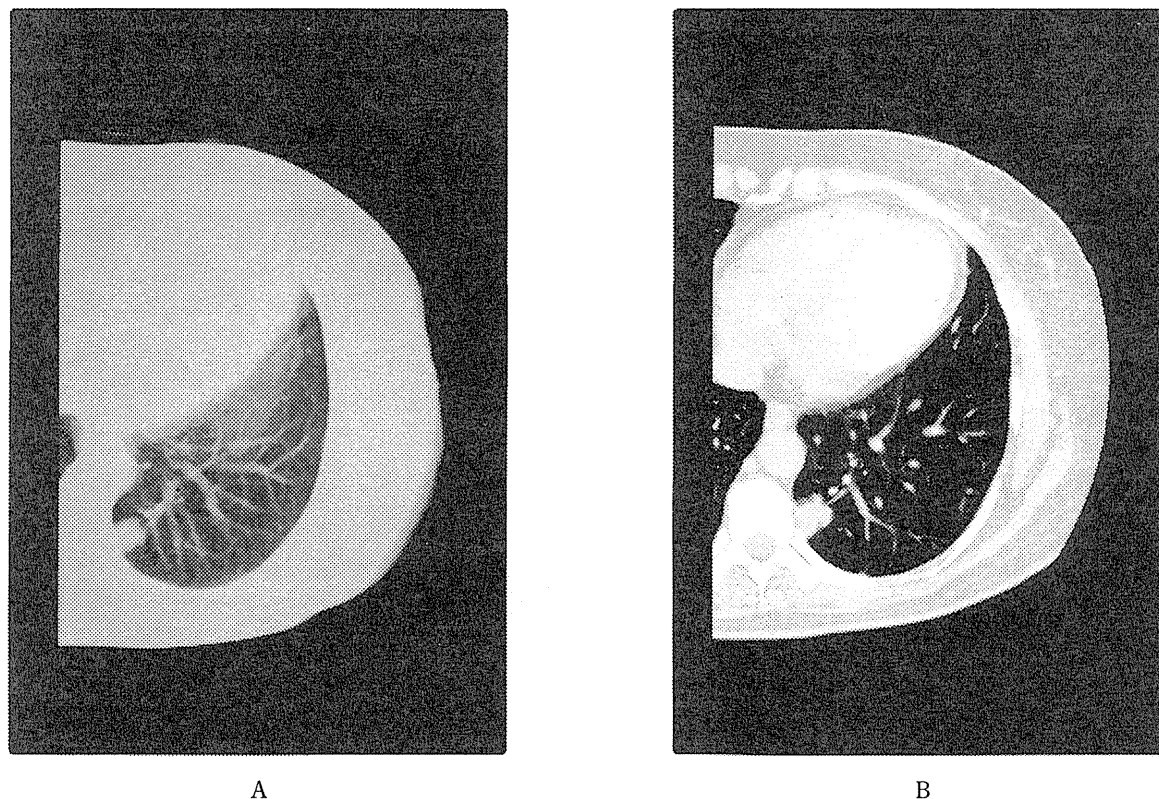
Low-dose spiral CT scan (a) and thin section CT scan (b) showing adenocarcinoma appearing as a solid tumor in left S10 (Case 4).
